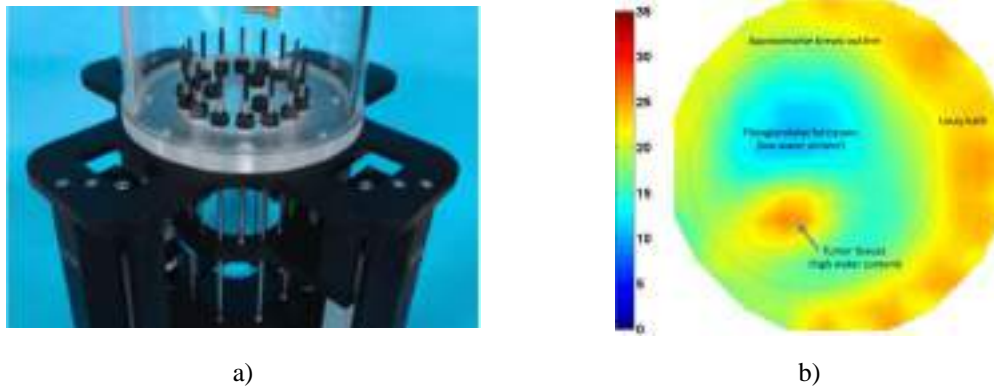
a) Sistema de microondas por tomografía; b) Imagen obtenida [2.28].
